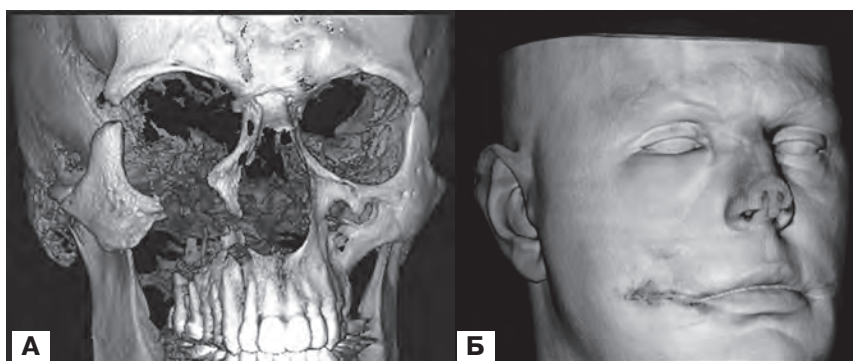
а) КТ-обстеження до операції; б) 3-D реставрація м'яких тканин обличчя.
